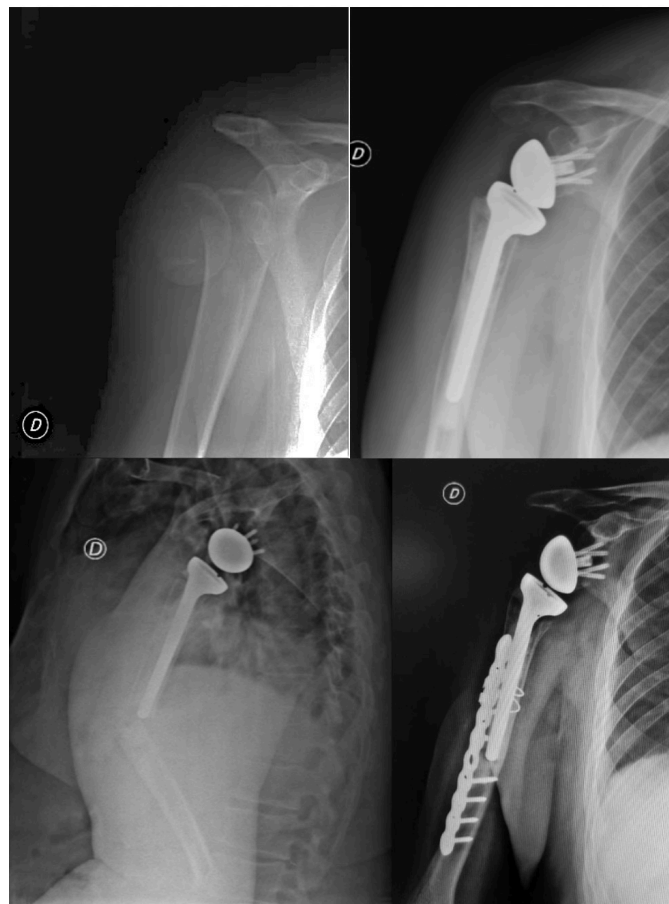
Radiografies corresponents al cas clínic n° 2
